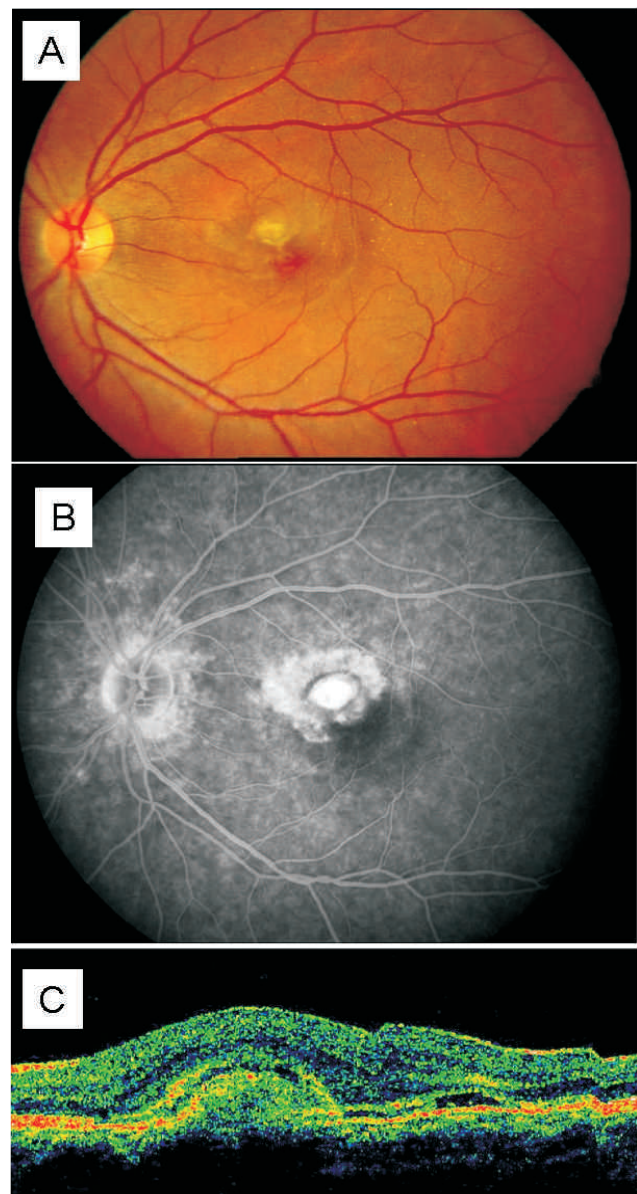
(A): Maculopatía relacionada con la edad de tipo exudativo, con una hemorragia sub-retiniana macular. La angiografía fluoresceínica (B) y la tomografía de coherencia óptica (C) se emplean como exámenes complementarios para estudiar las enfermedades retinianas.
